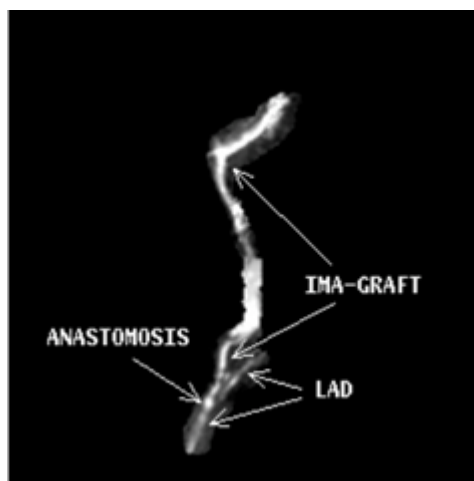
МРТ-ангиография.
